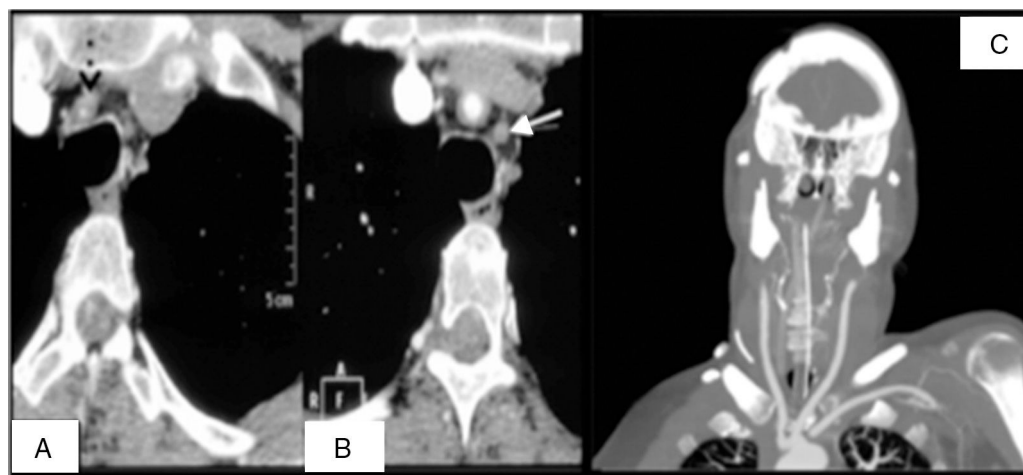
A) En la imagen se observa el tronco braquiocefálico ocluido en su origen (flecha negra). B) La imagen corresponde a un corte diferente del mismo angio-TC donde se observa la oclusión del origen de la carótida común izquierda. C) La imagen corresponde a un corte coronal del angio-TC postoperatorio donde se puede observar un *bypass* aorto-bicarotídeo y *bypass* a axilar izquierda.
